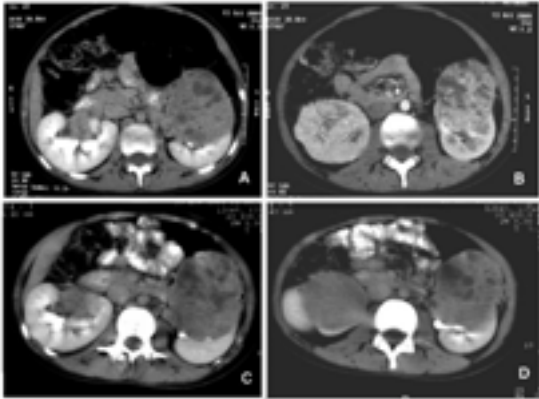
Tomografía axial computada, pre (A y B) y post (C y D) quimioterapia.
